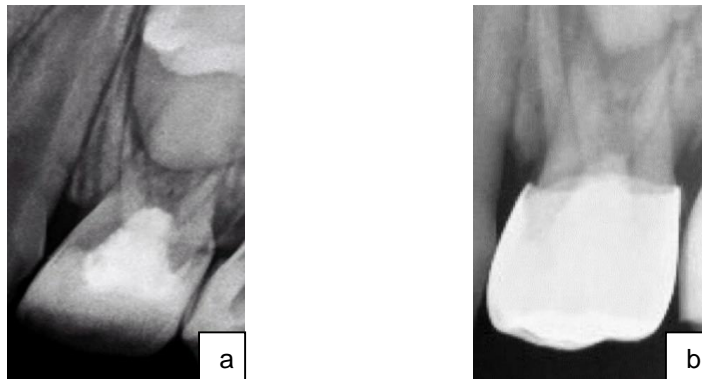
Radiografía a 1 mes de evolución. a) radiografía inicial b) radiografía final con corona acero cromo cementada.
